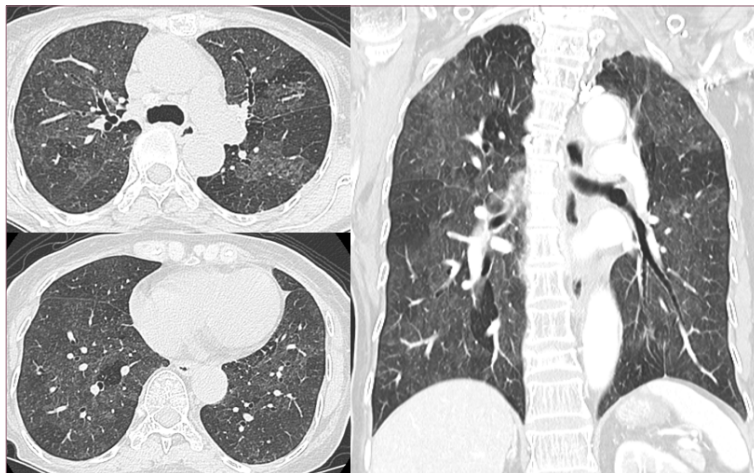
Alternative diagnosis other than UIP 양상의 HRCT 소견 (과민성폐렴)
